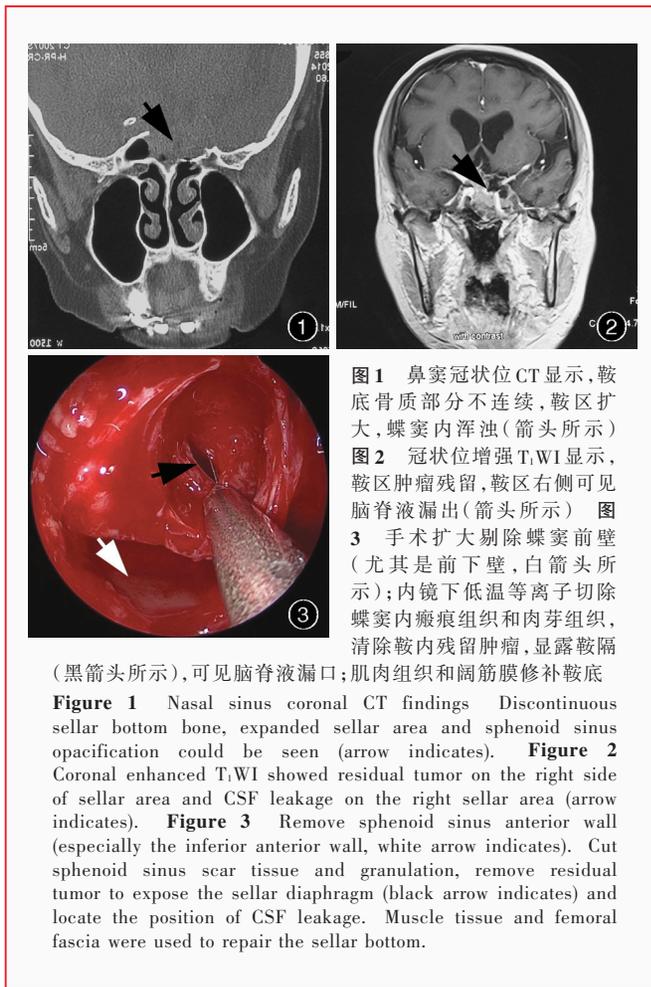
鼻窦冠状位CT显示,鞍底骨质部分不连续,鞍区扩大,蝶窦内浑浊(箭头所示) 图2 冠状位增强T₁WI显示,鞍区肿瘤残留,鞍区右侧可见脑脊液漏出(箭头所示) 图3 手术扩大剔除蝶窦前壁(尤其是前下壁,白箭头所示);内镜下低温等离子切除蝶窦内瘢痕组织和肉芽组织,清除鞍内残留肿瘤,显露鞍隔(黑箭头所示),可见脑脊液漏口;肌肉组织和阔筋膜修补鞍底
